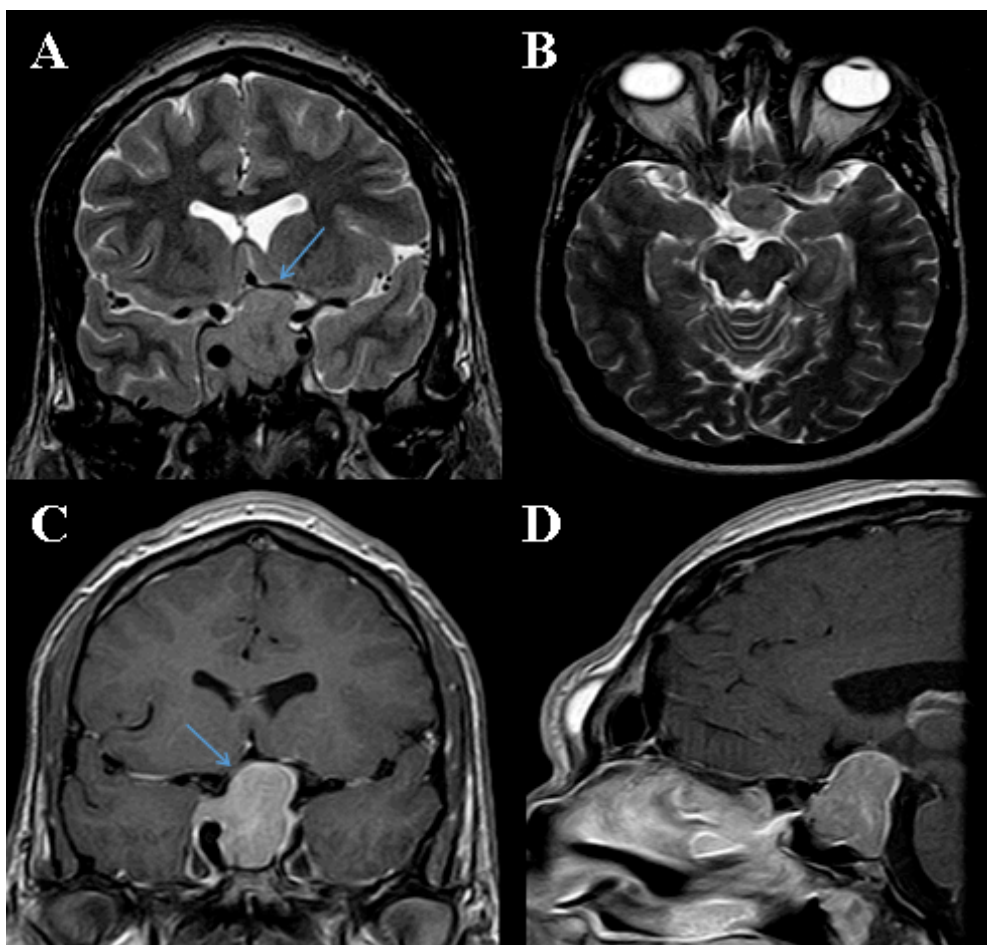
Imágenes de la RM preoperatoria de un paciente con macroadenoma productor de GH incluido en nuestra serie. Se aprecia un aumento de tamaño de la silla turca producido por una gran masa selar con componente supraselar. Es evidente la invasión del seno esfenoidal y del seno cavernoso derecho. Presenta un tamaño de 37 x 28 x 20 mm en su diámetros CC, T y AP. En las imágenes de corte coronal tanto en la secuencia potenciada en T2 coronal (A) como en la potenciada en T1 con contraste (C) se aprecia un desplazamiento llamativo y asimétrico del quiasma (flecha azul). Invasión de la cisterna supraselar significativa, que se pone de evidencia en las imágenes de cortes axial potenciado en T2 (B) y sagital en T1 con contraste (D).
